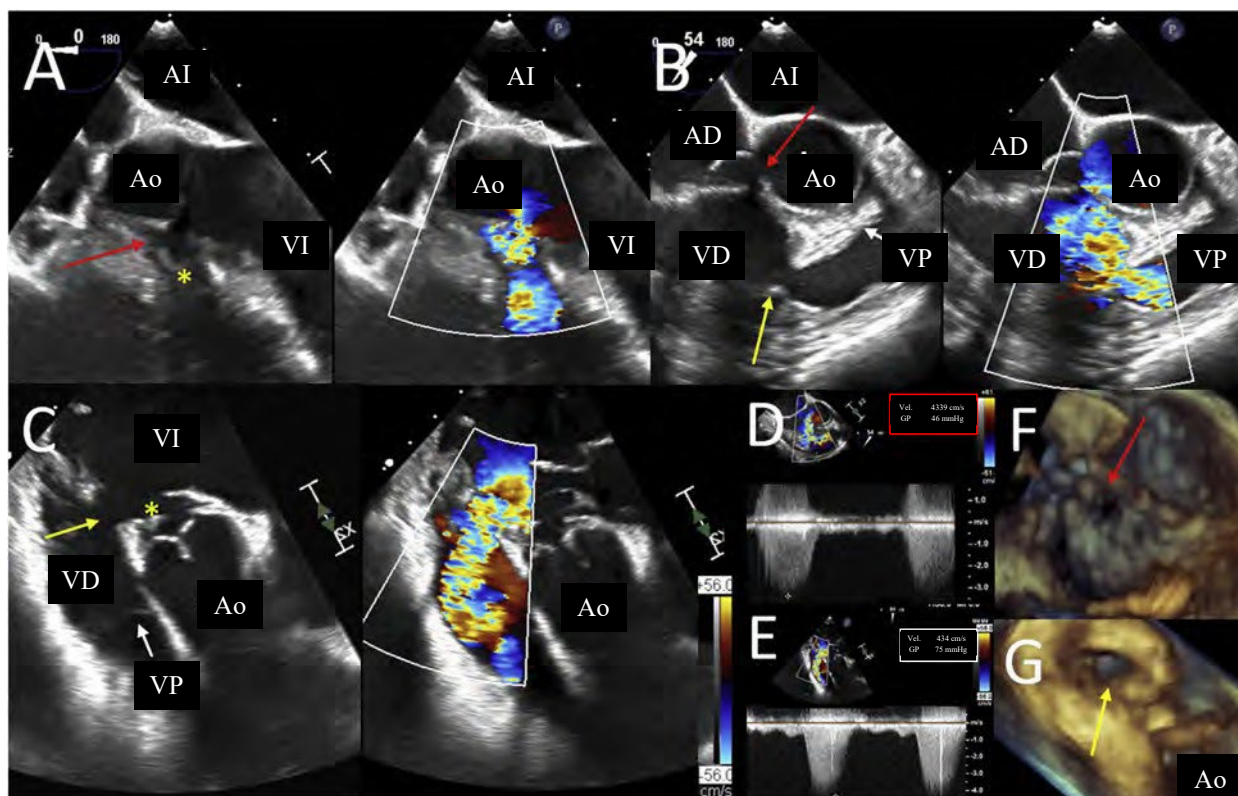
Comunicación interventricular perimembranosa (CIV) y ventrículo derecho de doble cámara (VDDC). La CIV perimembranosa a veces, pero no siempre, es susceptible al cierre transcatóter. En este ejemplo, las imágenes medioesofágicas (ME) (paneles A, B) demuestran la CIV (*flecha roja*), la proximidad a la válvula aórtica, la presencia de aneurisma del septo membranoso (*) y el tamaño y la forma de la malformación. (B) Se observa estrechamiento del infundíbulo debido al VDDC (*flecha amarilla*), así como solapamiento del color, por debajo de la válvula pulmonar. (C) Las vistas transgástricas profundas (DT) permiten obtener una imagen más clara del infundíbulo angosto (*médula amarilla*) y del aneurisma del septo membranoso (asterisco amarillo) con flujo Doppler color a través del infundíbulo alineado con el haz de ecografía. La presión sistólica en el VD se estima mediante Doppler CW a través de la CIV; sin embargo, desde ME ve que el gradiente de la CIV medida es bajo a 45 mm Hg (panel D). El gradiente Doppler del VDDC máximo se mide desde la vista DT (panel E, consulte también las Figuras 22A y B) y, en este caso, es grave y dio lugar al gradiente de CIV bajo. Estos hallazgos son indicativos de hipertensión arterial ventricular derecha, pero no pulmonar. Las imágenes ME 3D muestran la CIV vista desde la raíz aórtica (*flecha roja*, F) y las imágenes DT 3D muestran la estenosis infundibular grave debido al VDDC (*flecha amarilla*, G). Este paciente no era candidato para cierre transcatóter, sino que fue enviado para cirugía debido al VDDC y a la proximidad de la malformación a la válvula aórtica. *Ao*: aorta; *VP*: válvula pulmonar.
